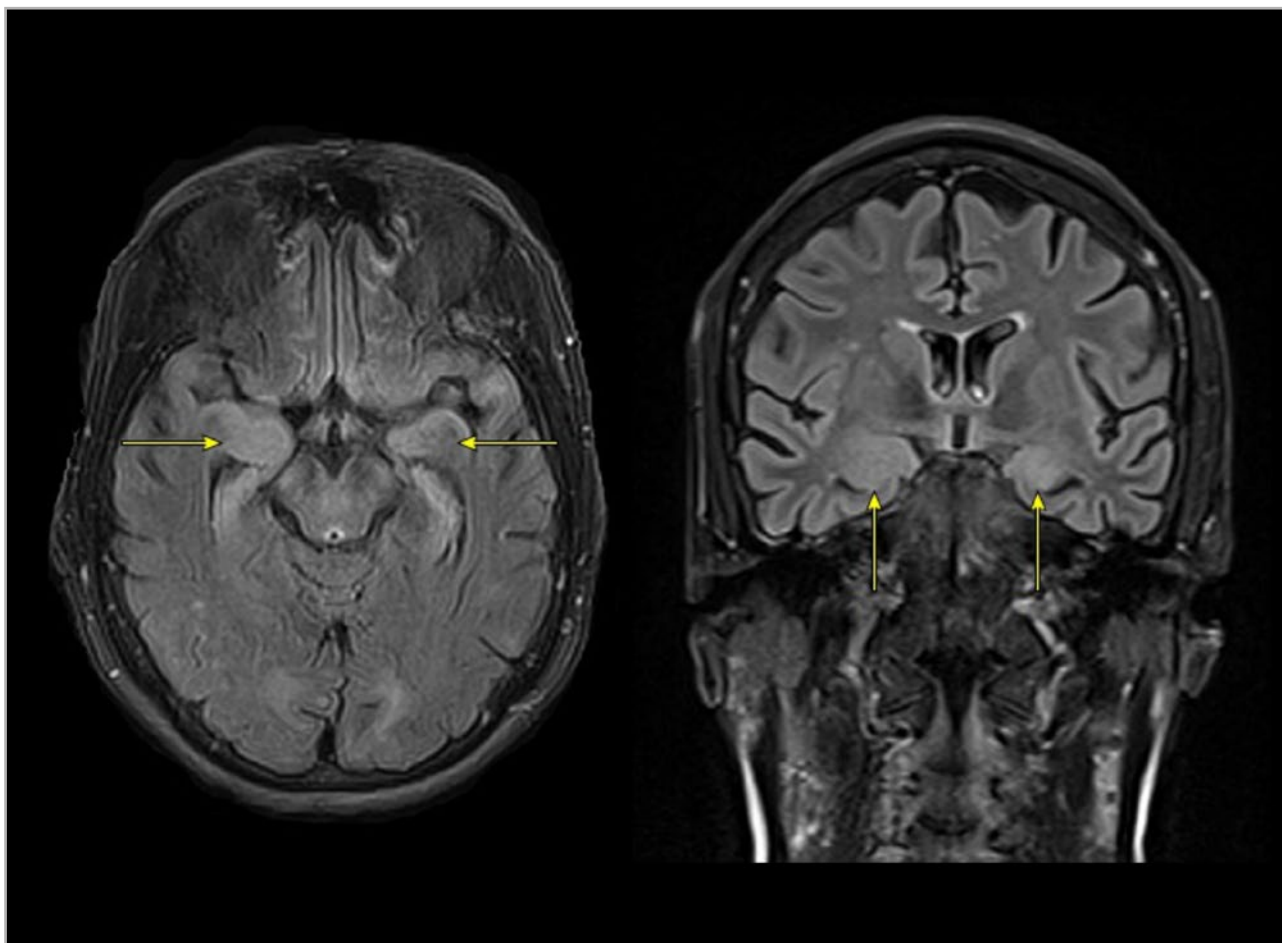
Mujer de 56 años que presenta una historia de 3 meses de convulsiones distónicas faciobraquiales y cambios cognitivos y del estado de humor progresivos. El suero y el líquido cefalorraquídeo revelaron anticuerpos anti-LGI1. La resonancia magnética (RM) axial y coronal en la visita inicial muestran una hiperintensidad en FLAIR en los lóbulos temporales mesiales bilaterales (flechas).
